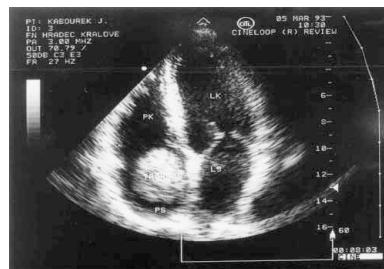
Sonographie der unteren Hohlvene und des Herzens: der obere Teil eines hantelförmigen Thrombus im rechten Herzvorhof
